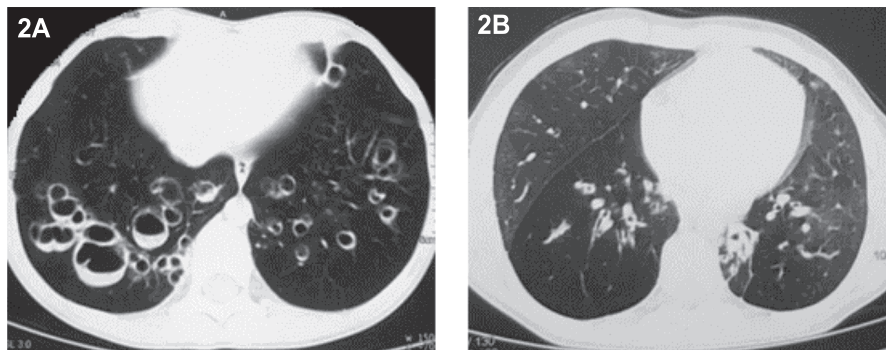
Tomografía de alta resolución de tórax de pacientes con DPPV. A: Bronquiectasias bilaterales. B: Patrón en mosaico asociado a bronquiectasias quísticas, en muchas de las cuales se observa nivel hidroaéreo.
